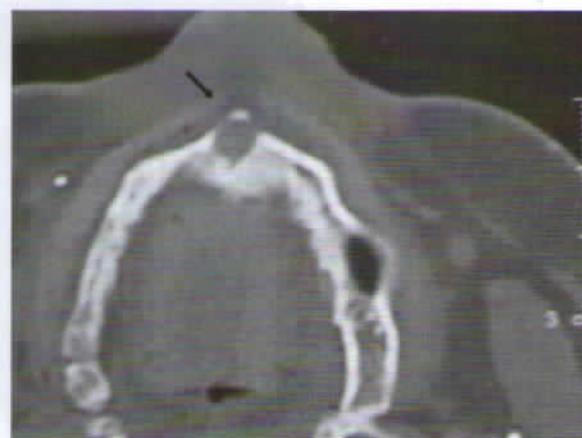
Tomografia computadorizada revelando defeito ósseo (seta) na maxila anterior.
